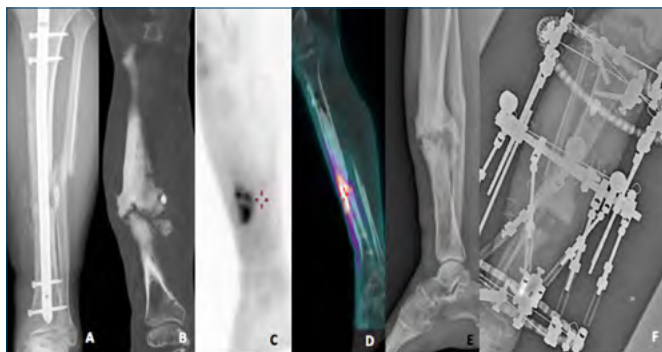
Uomo di 44 anni coinvolto in un incidente motociclistico. Viene trattato con fissatore esterno, in un altro ospedale, per una frattura biossea esposta di gamba. Giunto alla nostra attenzione, un mese dopo, abbiamo convertito il fissatore esterno in chiodo endomidollare di tibia (CTN). Sei mesi dopo ha eseguito un controllo radiografico (A) e una TC (B) della gamba destra. Si evidenzia un callo esuberante e la presenza di una pseudoartrosi ipertrofica. La PET (C) e la PET/TC con [18F]FDG (D) hanno evidenziato un aumento della captazione di [18F]FDG a livello della diafisi tibiale destra, suggestivo per infezione. Abbiamo provato a trattare la pseudoartrosi rimuovendo il chiodo, eseguendo lavaggi abbondanti e gestendo al meglio i tessuti molli circostanti. Dopo un anno la pseudoartrosi ipertrofica era ancora presente (E). Abbiamo, infine, deciso di trattare il paziente rimuovendo il tessuto osseo necrotico, eseguendo un'osteotomia prossimale di tibia e perone e applicando un fissatore circolare di Ilizarov (F).
